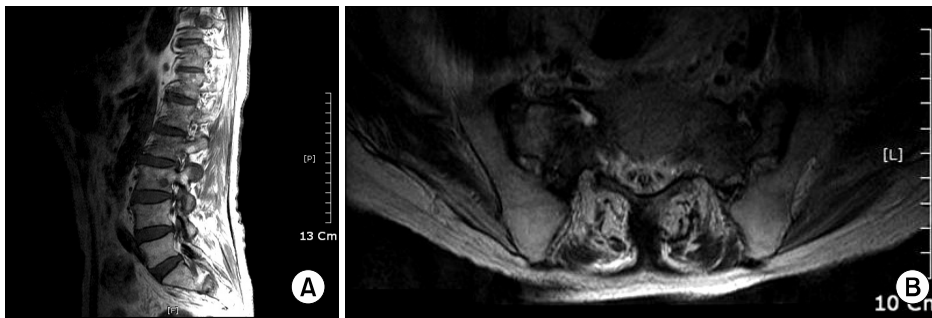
Those pictures show lumbosacral MRI with enhancement. Second and 3rd sacral bodies are enhanced (A) and T2-weighted axial image shows a fracture line in both sacral ala (B).
